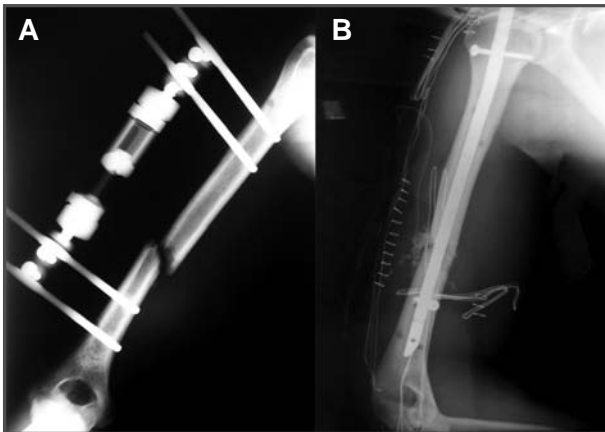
Radiografía anteroposterior: fractura de la diáfisis del húmero inmovilizada con un fijador externo. 1B. Radiografía anteroposterior: osteosíntesis con enclavado intramedular.
